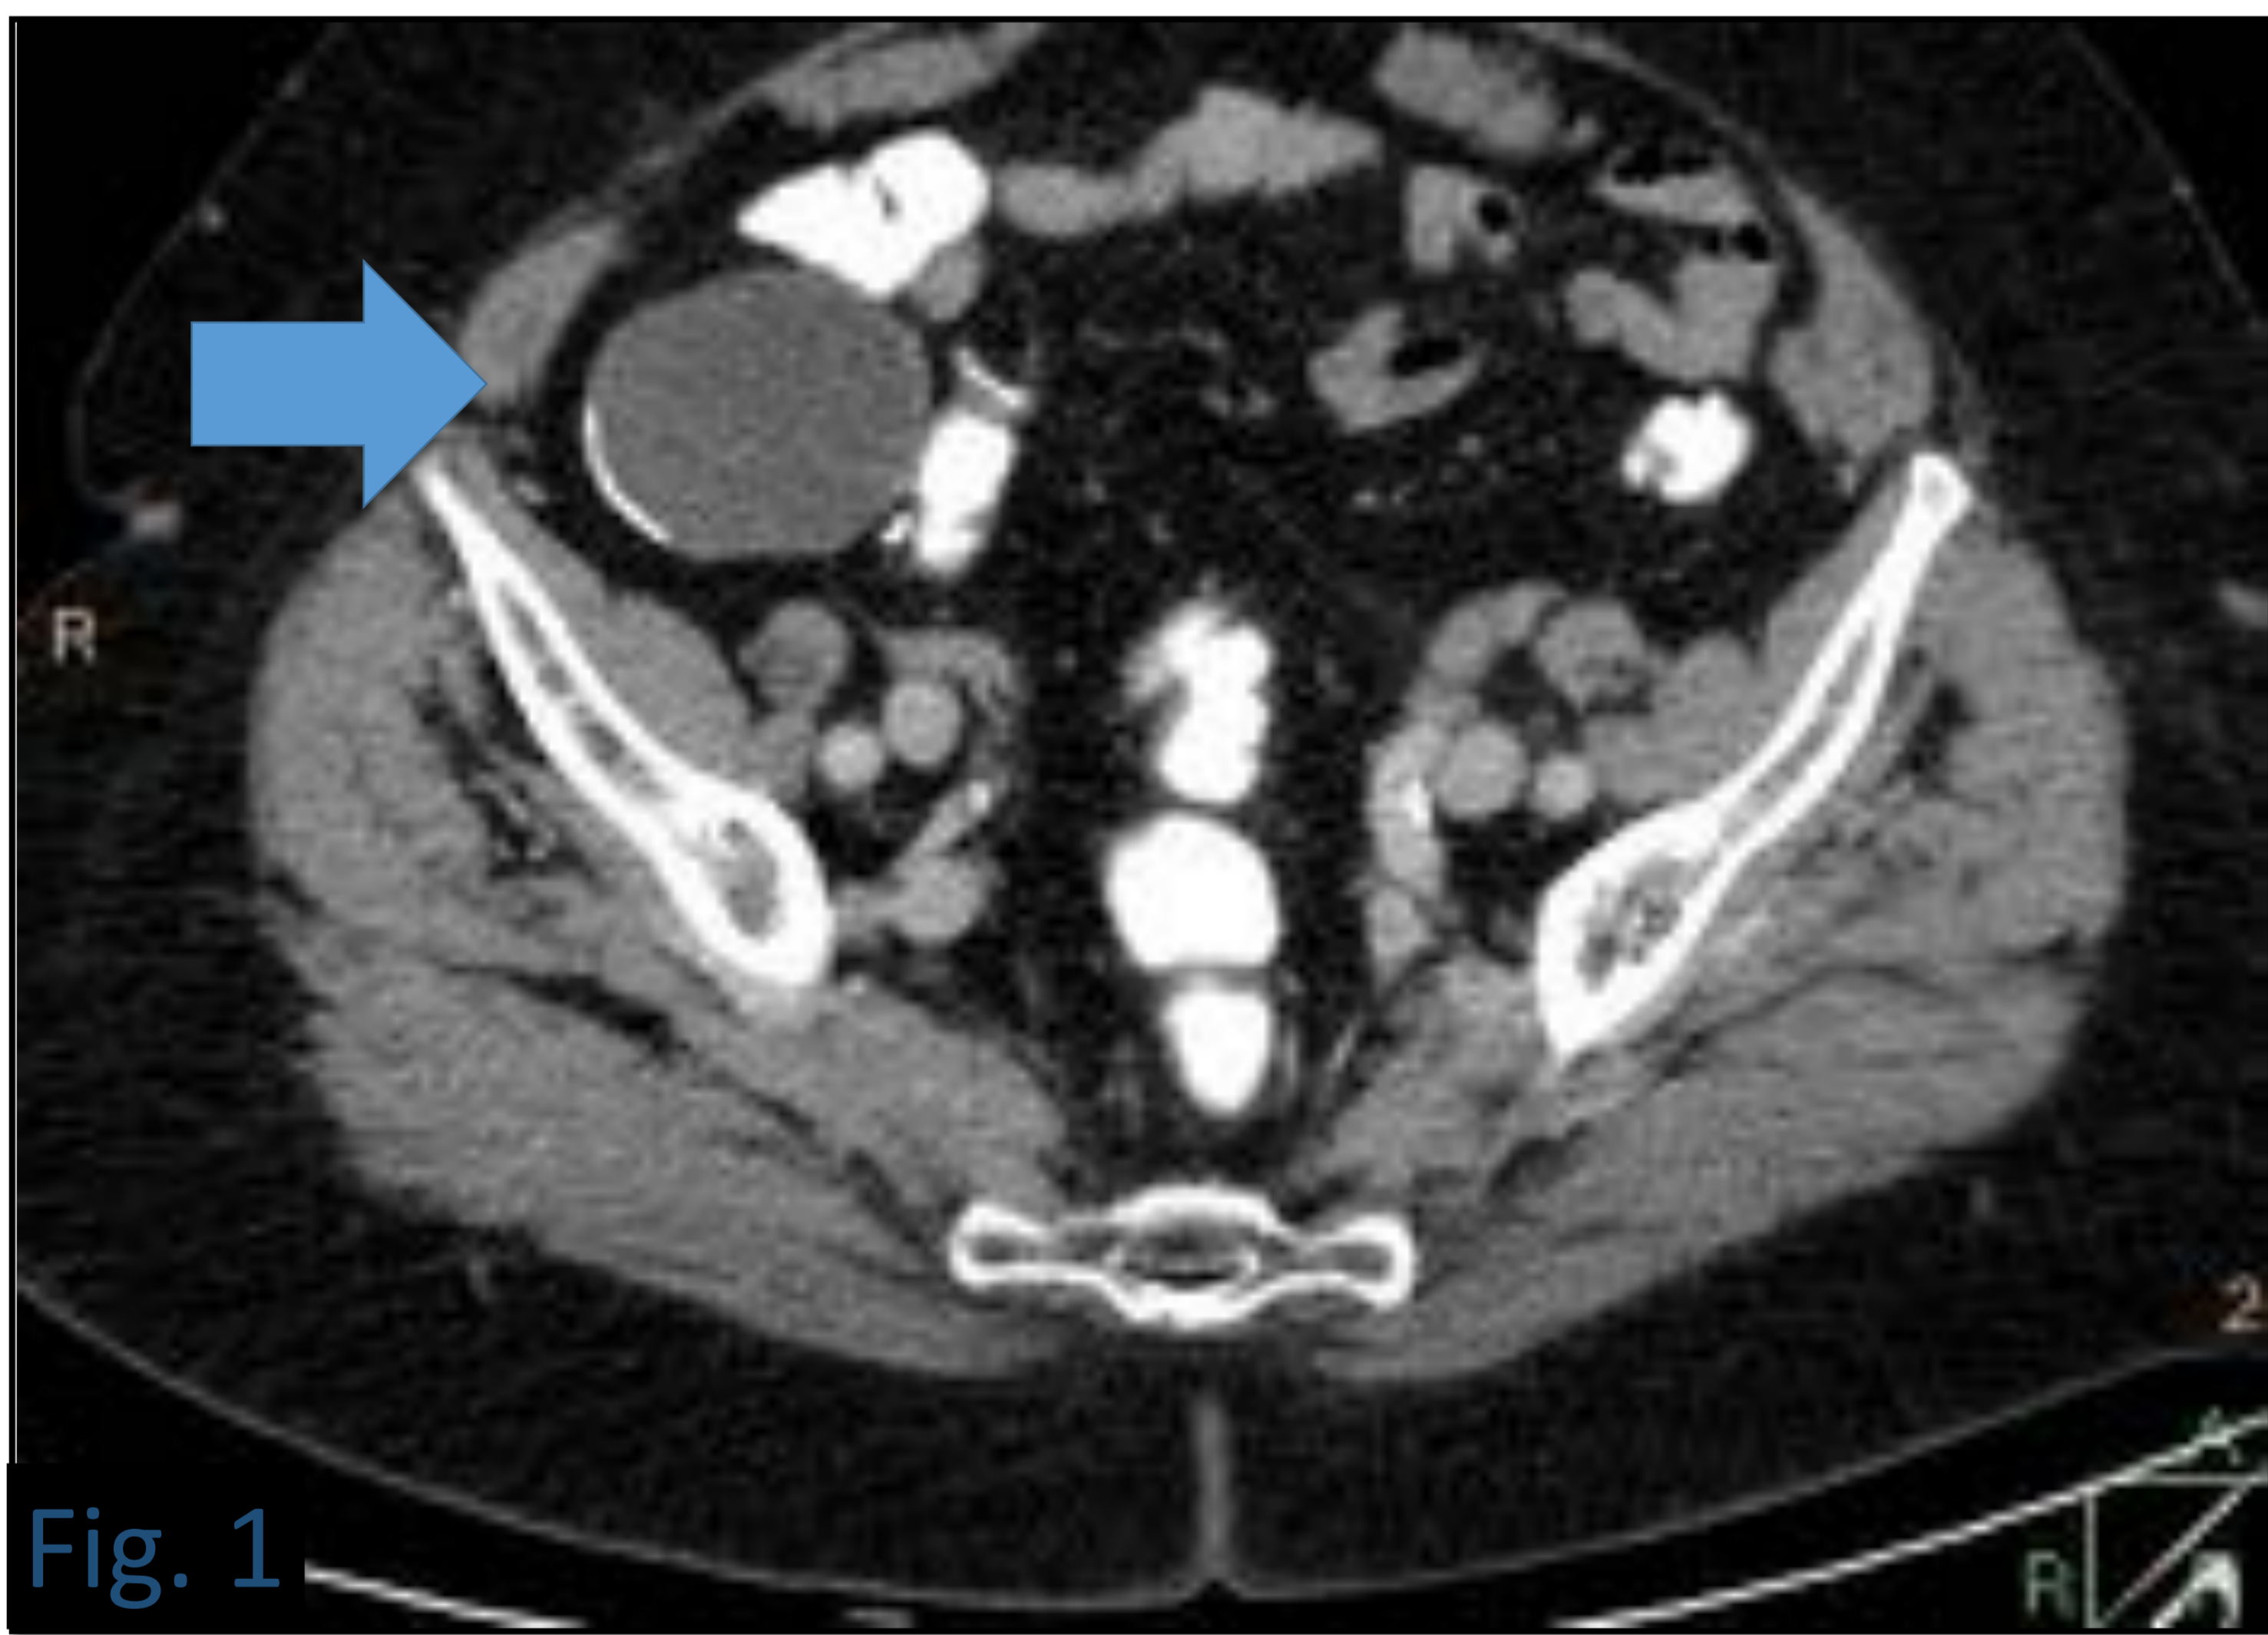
Muestran imágenes axial y coronal de TC con contraste intravenoso (CIV) en fase portal, de un mucocele apendicular con pared fina, contenido de densidad agua y calcificación mural lineal, causado por una LAMN.
